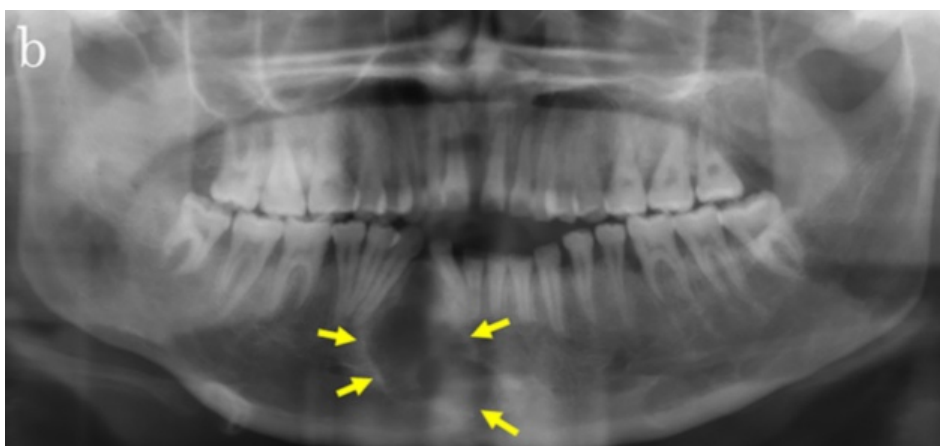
Radiographie panoramique montrant une radioclarité dans la région parasymphysaire droite de la mandibule (têtes de flèches). D'après Musha et al. (3)
